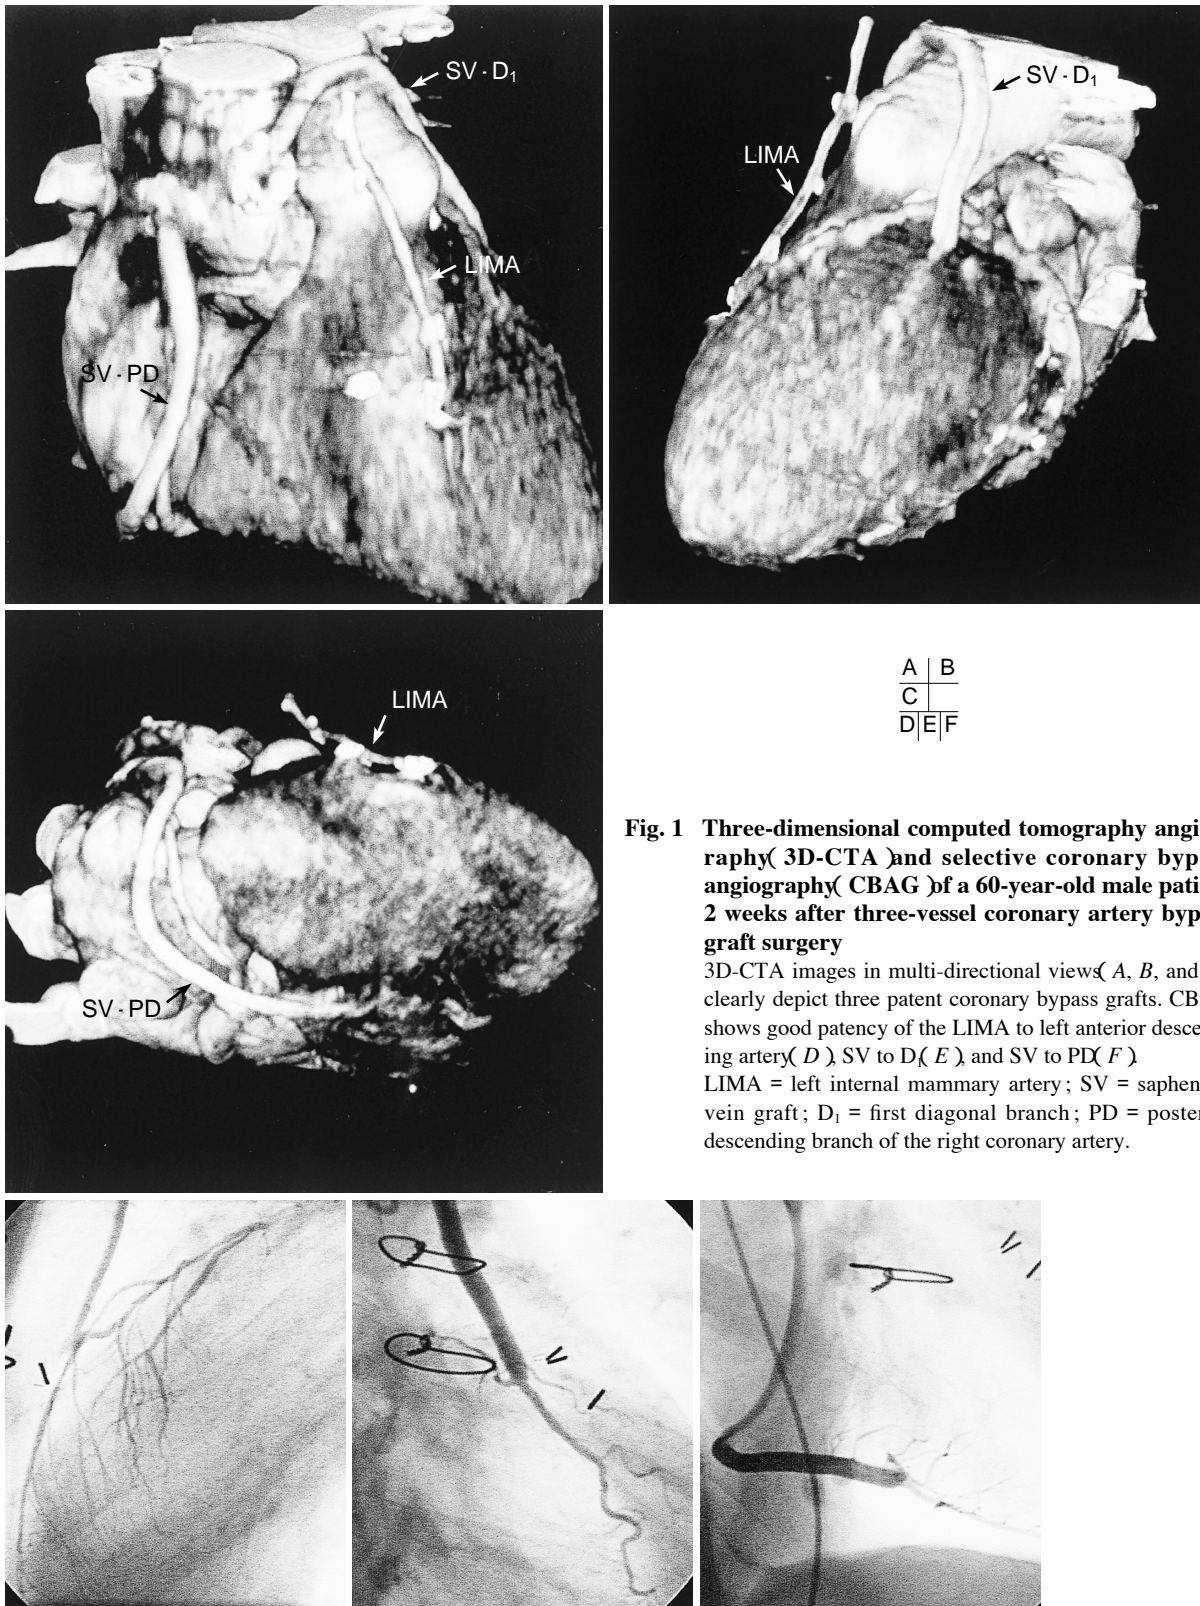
Three-dimensional computed tomography angiography (3D-CTA) and selective coronary bypass angiography (CBAG) of a 60-year-old male patient 2 weeks after three-vessel coronary artery bypass graft surgery
